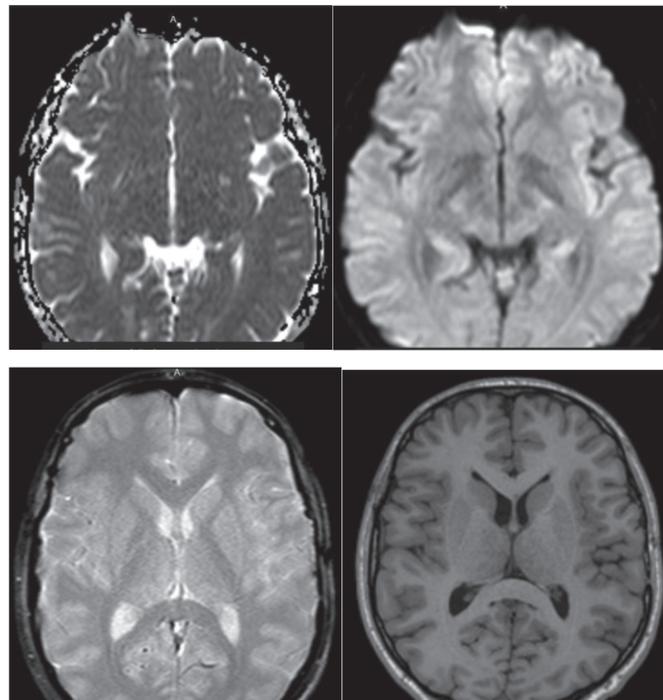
МРТ головного мозга от 2021 г.
